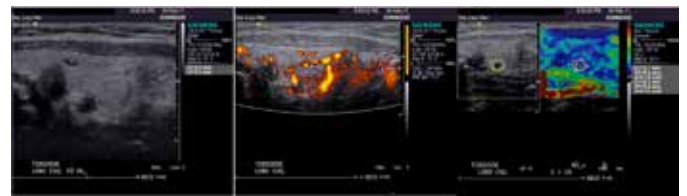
A, B do EUS realizado em nosso serviço em 04.02.2011. A imagem A (à esq) mostra o nódulo sólido heterogêneo do terço inferior do lobo direito em corte sagital, com áreas hipocogênicas, alternando-se com outras hiperecogênicas (nódulo de padrão duvidoso). A imagem B (à dir) mostra o padrão Doppler variável deste nódulo, com intensa hipervascularização periférica em 2/3 da lesão, alternando-se com áreas hipo e hipervascularizadas, internamente.
